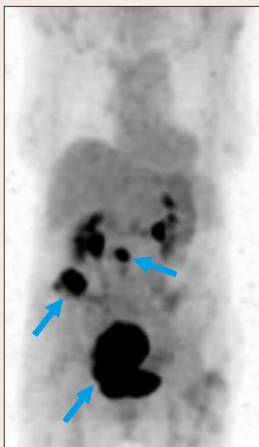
in 03/20 sind prätherapeutisch der Primärtumor und beide Metastasen im PET gut erkennbar
